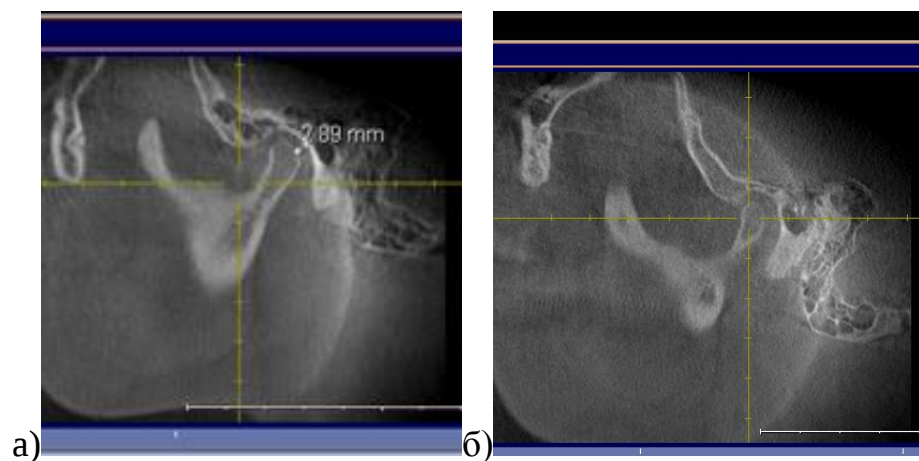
3Д КТ в сагитальной проекции ВНЧС в положении привычной окклюзии а) и б) - при открывании рта (головка, не доходя до суставного бугорка, устанавливается на нижней трети его заднего ската)
